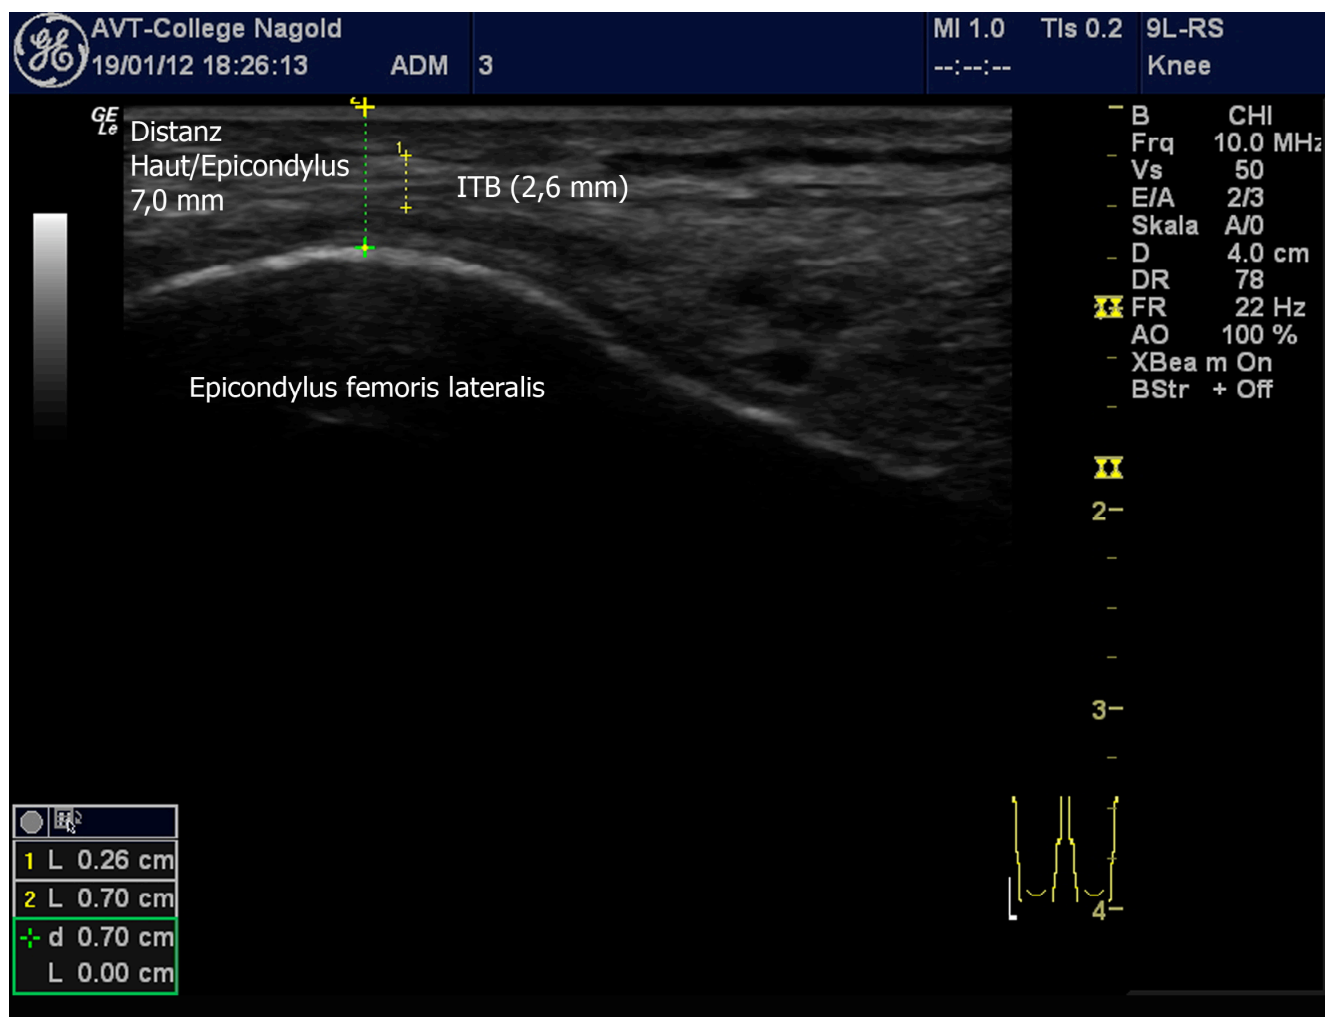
Sonographische Bestimmung der Tiefe und Stärke des ITB im lateralen Längsschnitt.
